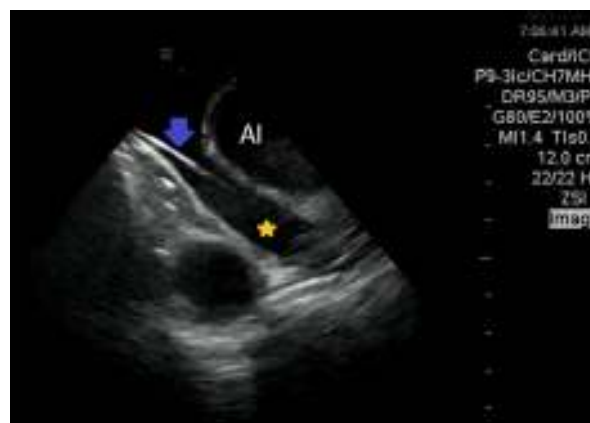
Ecocardiografía intracardiaca donde se observa dilatación severa del seno coronario (estrella amarilla) que permite el libre movimiento de un catéter decapolar en su interior (flecha azul). AI: aurícula izquierda.
